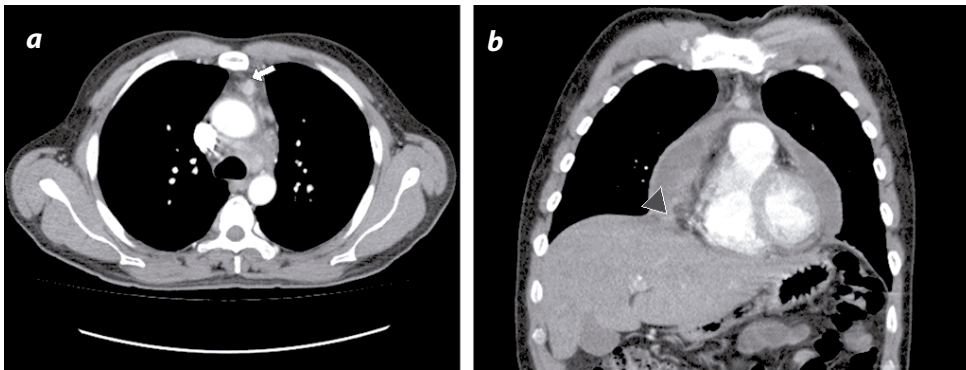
Corte axial (derecha) y coronal (izquierda) de TAC de tórax con medio de contraste: adenomegalia redondeada (flechas) en la estación prevascular y derrame pericárdico asociado con engrosamiento liso del pericardio en su aspecto derecho (cabeza de flecha).
